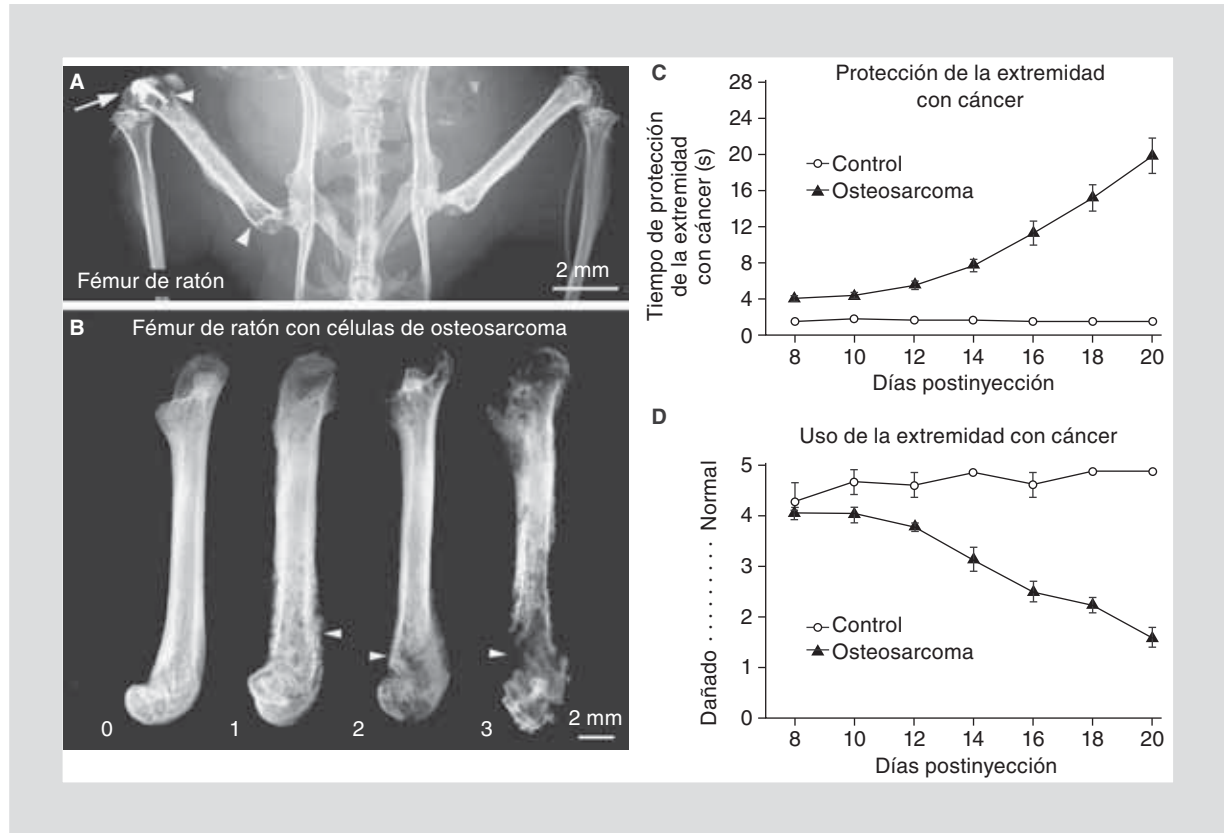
Destrucción del hueso en un modelo de dolor oncológico óseo en ratón. Radiografía de baja resolución de la pelvis y patas traseras del ratón después de la inyección de células tumorales y cierre del sitio de inyección con una amalgama dental (flecha en A). Las puntas de las flechas indican las áreas de destrucción ósea (A). Radiografías del fémur de ratón que muestran la pérdida progresiva del hueso mineralizado causada por el crecimiento del tumor (B) durante 3 semanas. En la semana 1, hay una pérdida menor del hueso mineralizado alrededor de la epífisis distal; en la semana 2, hay una pérdida sustancial del hueso mineralizado, tanto en la epífisis proximal como distal, y en la semana 3, se observa una pérdida de hueso mineralizado a lo largo de todo el fémur y una fractura en la epífisis distal (puntas de flecha). Las conductas nociceptivas incrementan significativamente con el tiempo y se correlacionan con el crecimiento del tumor y la destrucción del hueso, lo cual es semejante a lo que ocurre en pacientes con cáncer óseo. Los animales con dolor oncológico muestran mayor tiempo de protección (C) y disminución del uso (D) de la pata inyectada. (adaptado y con permiso de Honore, et al., 2000¹³, Schwei, et al., 1999¹⁴ y Mantyh, et al., 2010⁴⁵).
